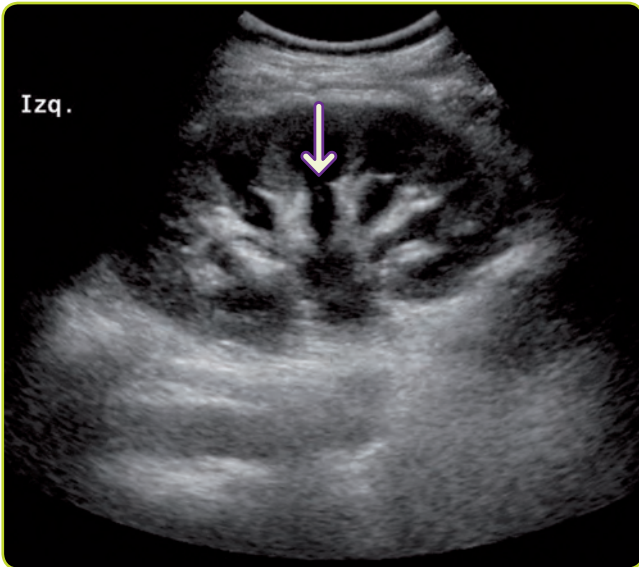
Ecografía. Hidronefrosis.
